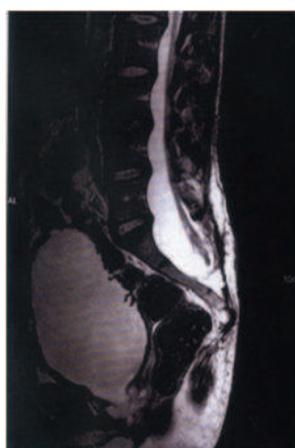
IRM de contrôle en coupe sagittale montrant une mœlle libérée
